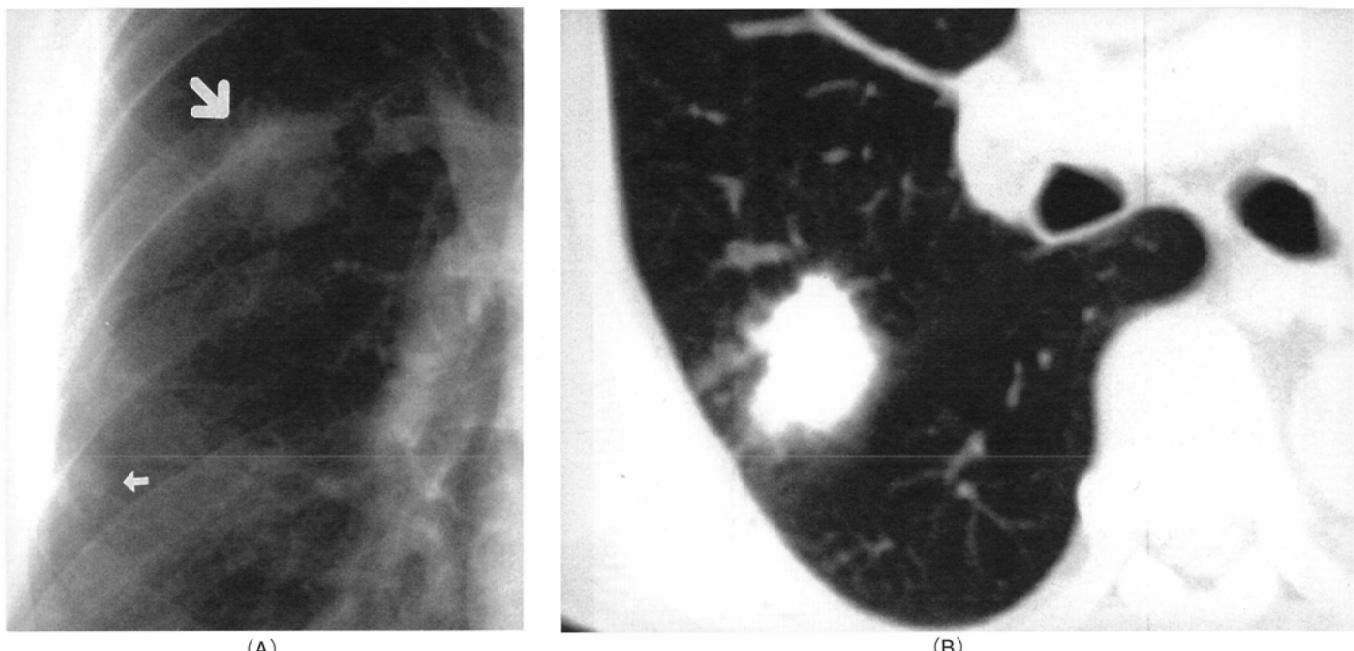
A 70-year-old man with cough, hemoptysis, and elevated WBC and CRP. Initial chest radiograph (A) shows an ill-defined 2.5 cm round nodular lesion (large arrow) in the right mid-lung field and a small nodule (small arrow) in the right lower lung. CT scan (B) demonstrated an ill-defined nodular lesion in the right upper lobe and small nodule (not shown) in the right middle lobe 18 days after the initial chest radiograph. Antibiotic therapy resulted in resolution of the masses by the 45th day.
